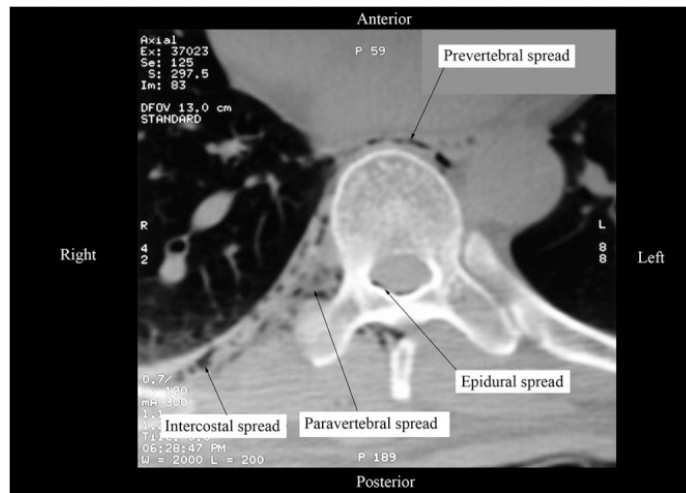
Diffusione del farmaco dopo blocco paravertebrale. Scansione in TC (15.).
